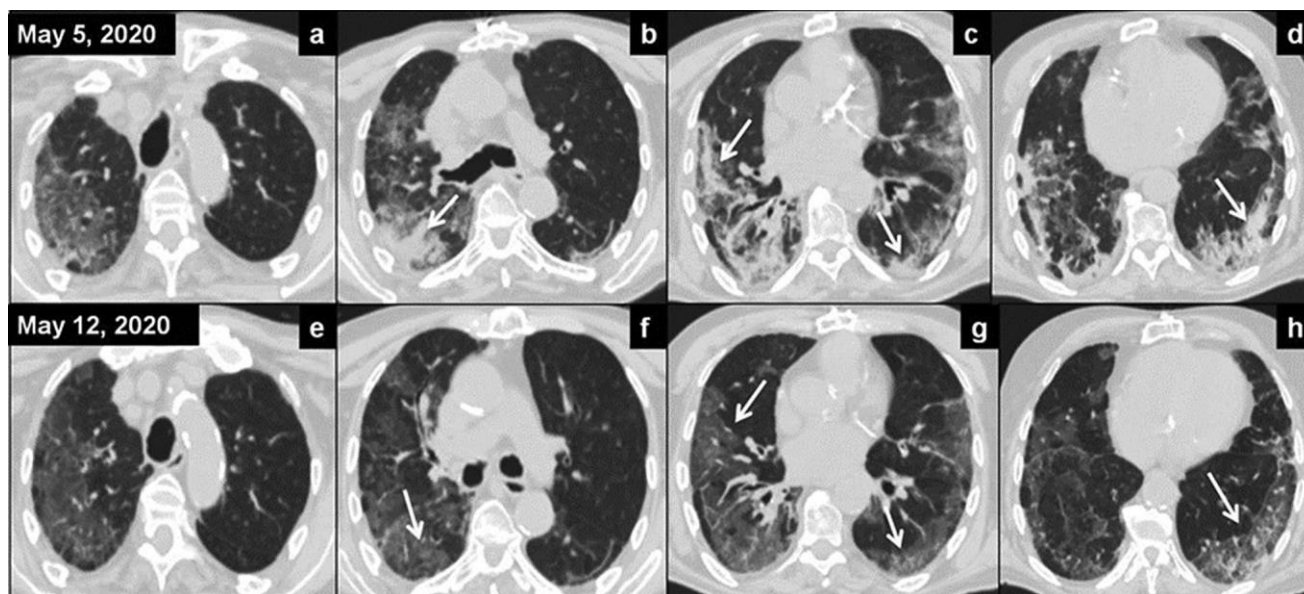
Axial computed tomography (CT) images before radiation therapy (A-D) showed extensive areas of increased attenuation in ground-glass opacities (GGO) and pulmonary consolidations, predominantly basal and peripheral (arrows); extension score was 13 and severity score was 16. Surveillance CT on day 7 (E-H images) showed radiologic improvement with disappearance of the lung consolidations with persistence of the GGO (arrows); extension score was 11 and severity score was 5.
